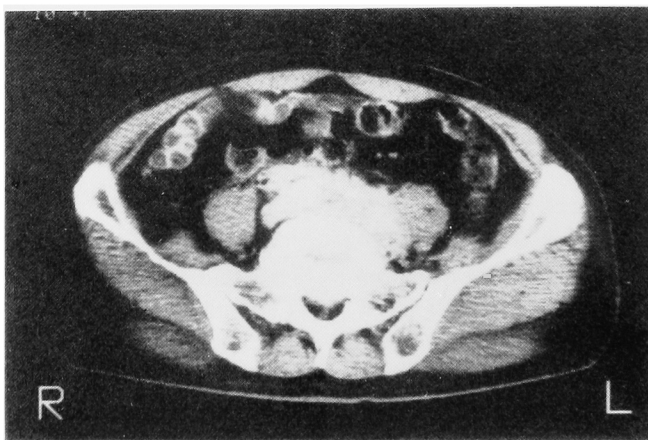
Case 4. CT scan at S<sub>1</sub> reveals abnormal soft tissue mass anterior to body of S<sub>1</sub> and medial to psoas muscles.
